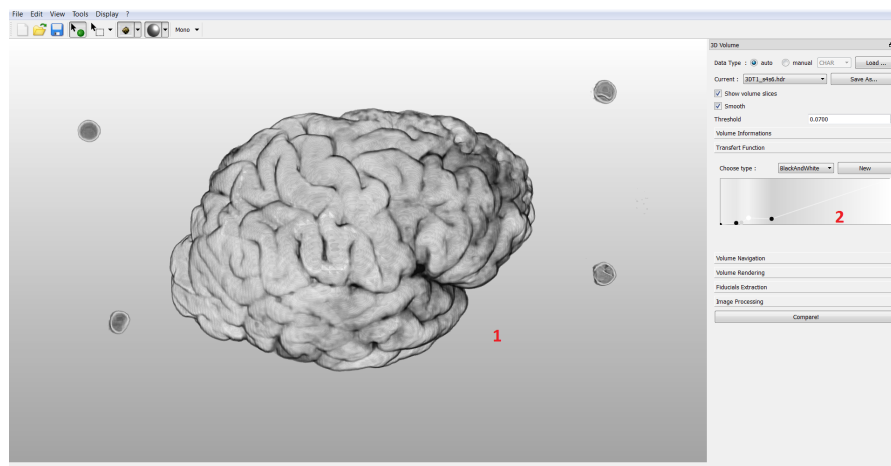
Interface de visualisation de données volumique. Ici, l'image volumique est issue d'IRM ex-vivo. C'est après avoir défini une fonction de transfert à l'aide de l'interface (2.) que l'on parvient à obtenir la visualisation présentée (1.). Cette interface permet d'éditer une courbe composée de points clés, fixant une opacité et une couleur pour quelques niveaux de gris de l'image volumique. L'édition modifie le rendu en temps réel permettant à l'utilisateur d'avoir un contrôle complet du rendu de l'objet visualisé
